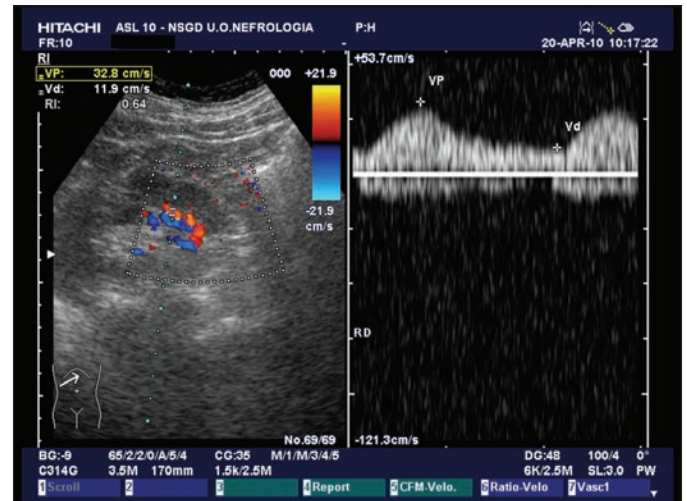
Colordoppler vasi interlobari: morfologia velocitogramma del tipo Stavros II (moderata) con flusso diastolico conservato (IR 0,64).
